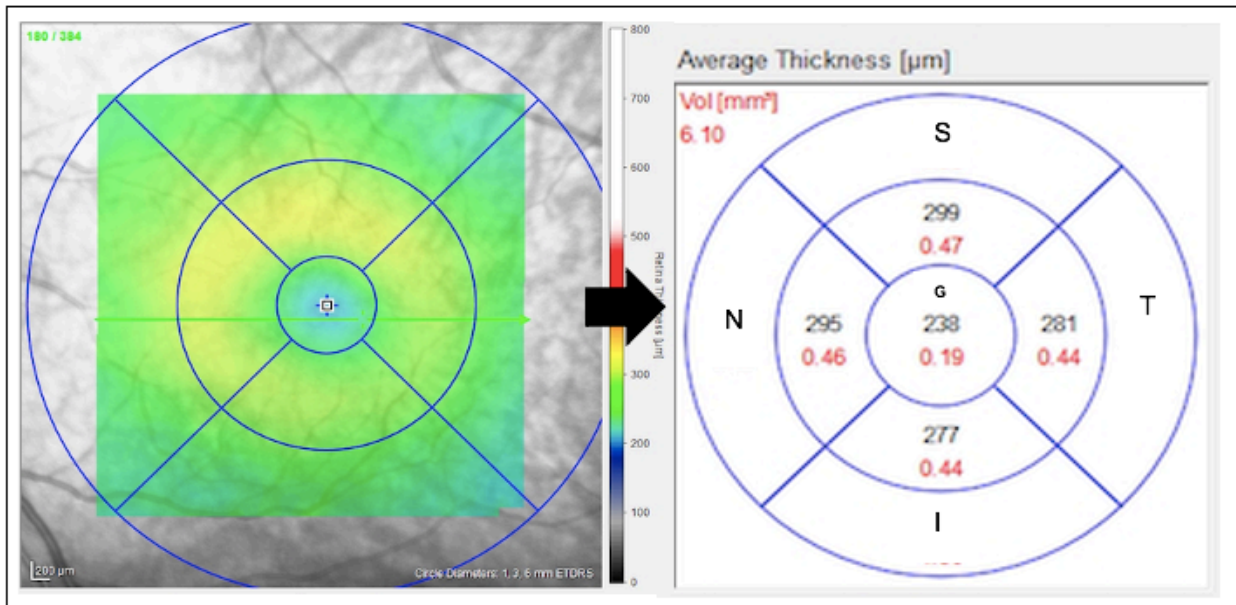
Retinale Schichtdicken Werte (in µm) in segmentaler Optischer Kohärenztomografie Darstellung
